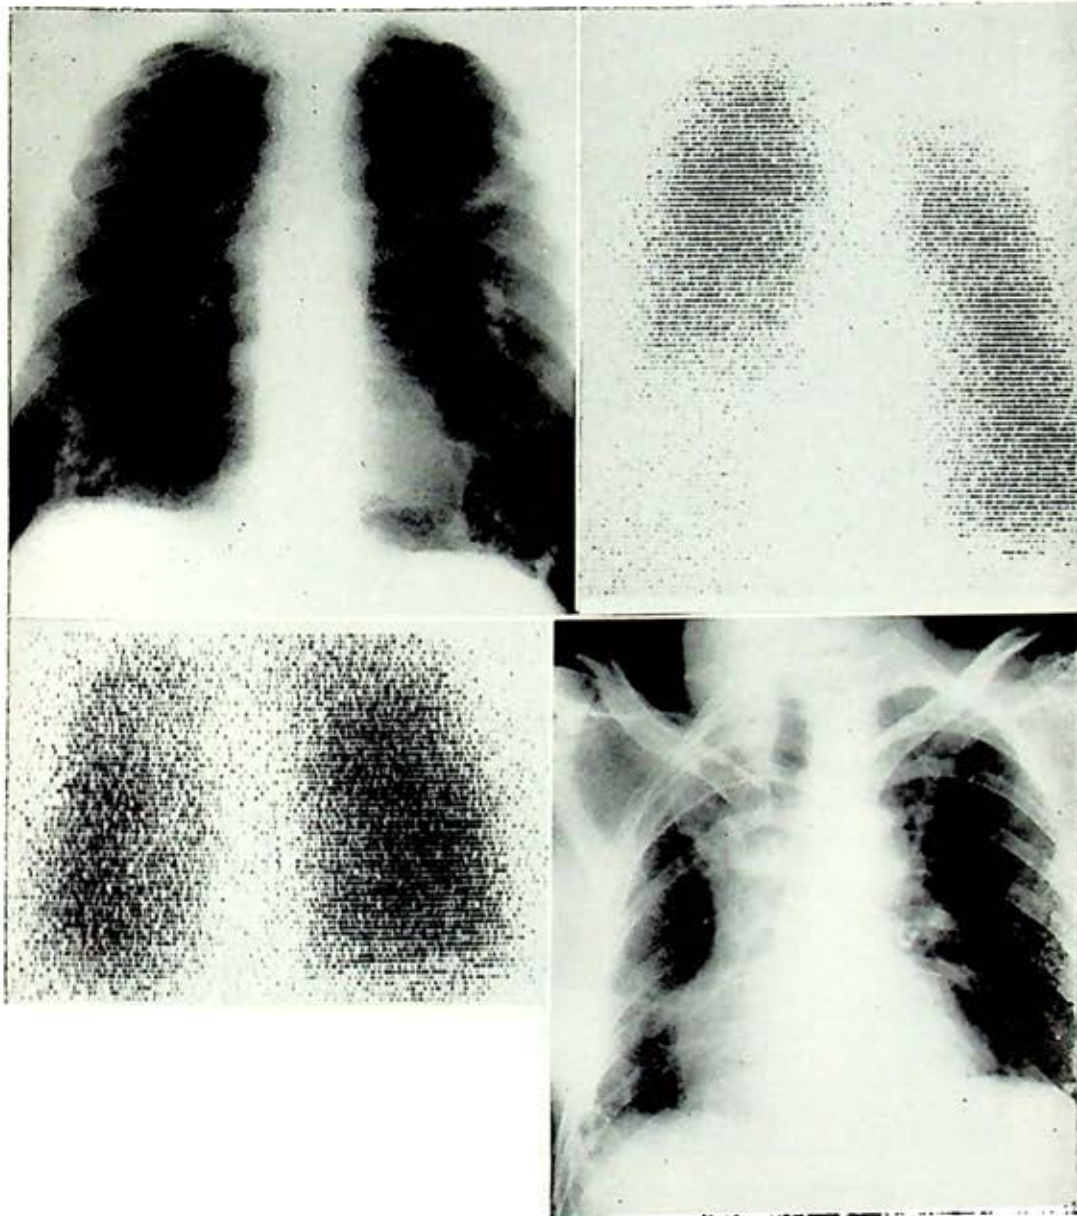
En este gammagrama obtenido con 2 milicurios de Fe^{113m} INOH las lesiones vasculares son menores que los infiltrados que se ven en la radiografía.
